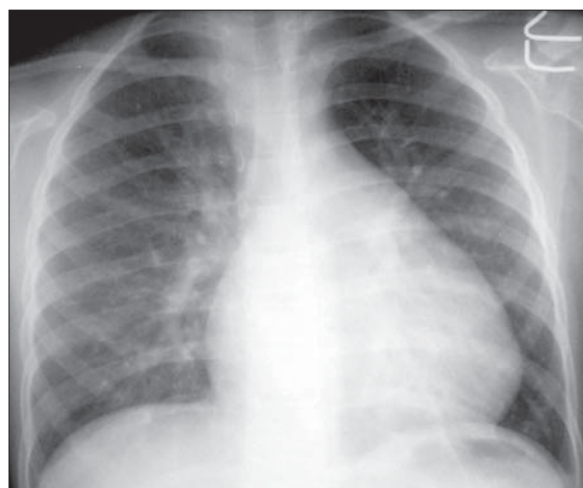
Dilatare ventricul drept. Radiografie toracică PA. Copil cu vârsta de 6 ani. Vârful inimii deplasat lateral, ușor ridicat. Arcul II stâng concav. Oligemie.
